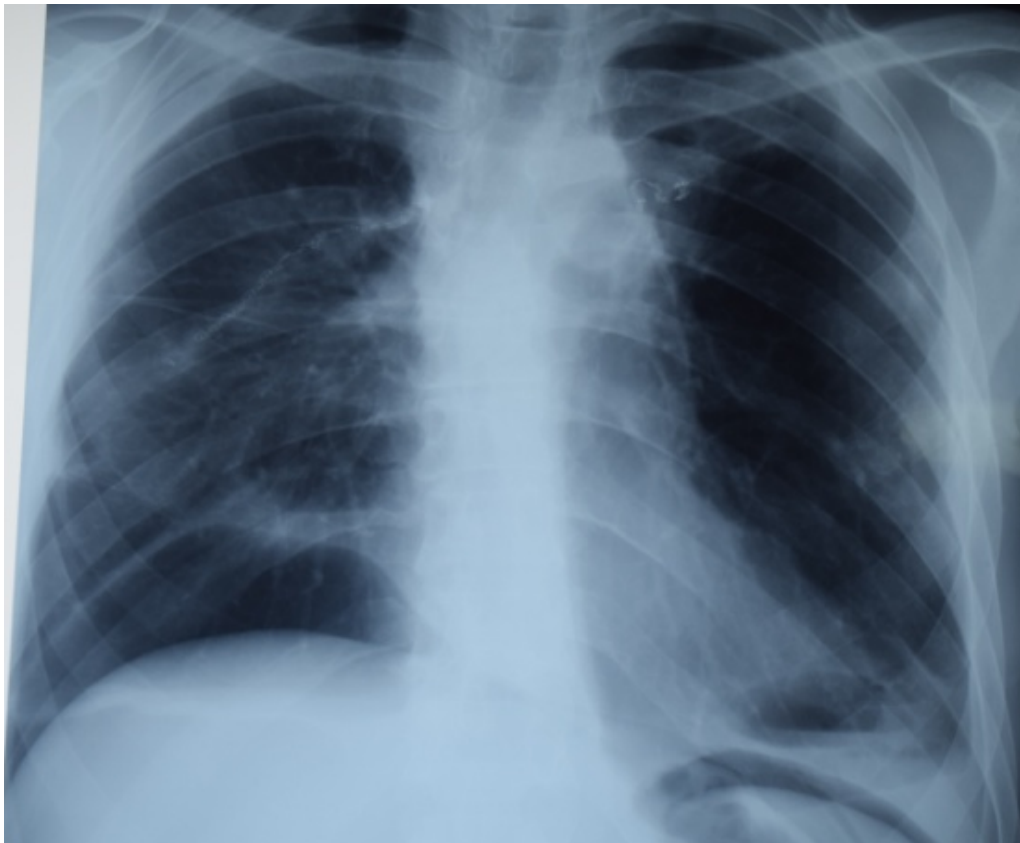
Обзорная рентгенограмма больного К. после операции, состояние после двусторонней одномоментной VATC резекции верхней доли правого легкого и S1-2 левого легкого
